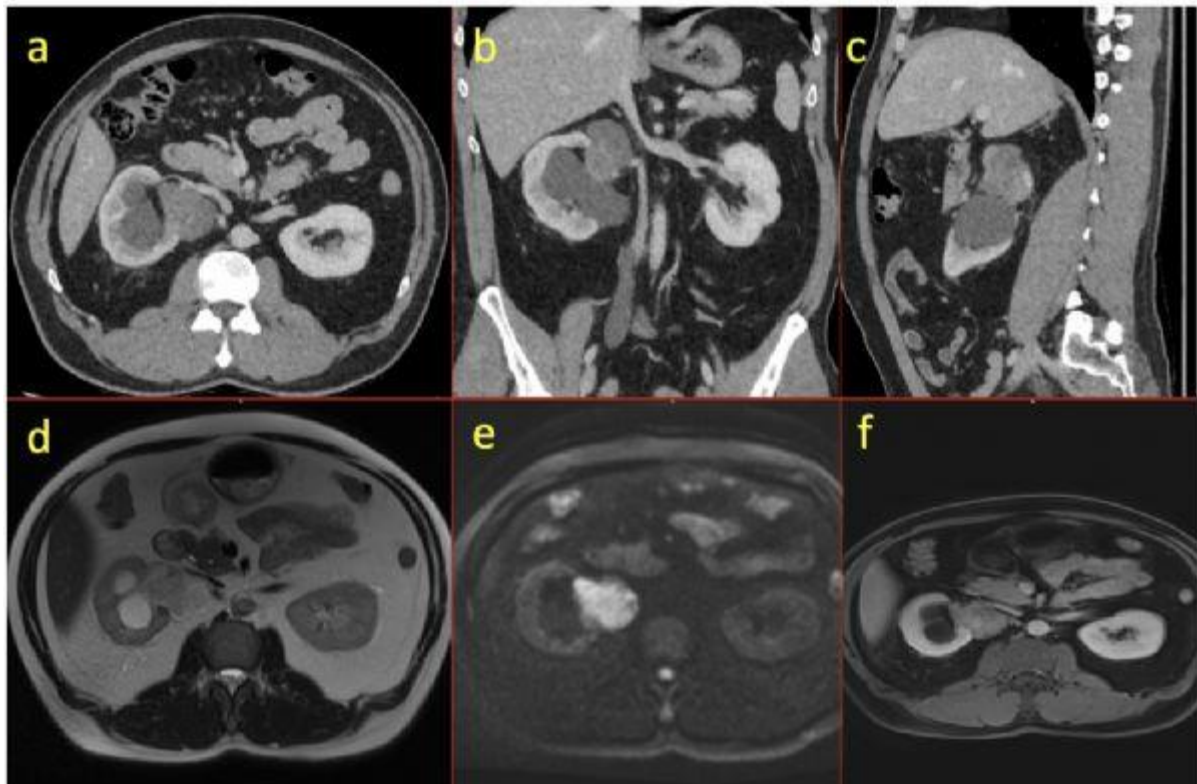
(a–c) Contrast-enhanced CT images: (a) axial, (b) coronal, and (c) sagittal-oblique reformats.
